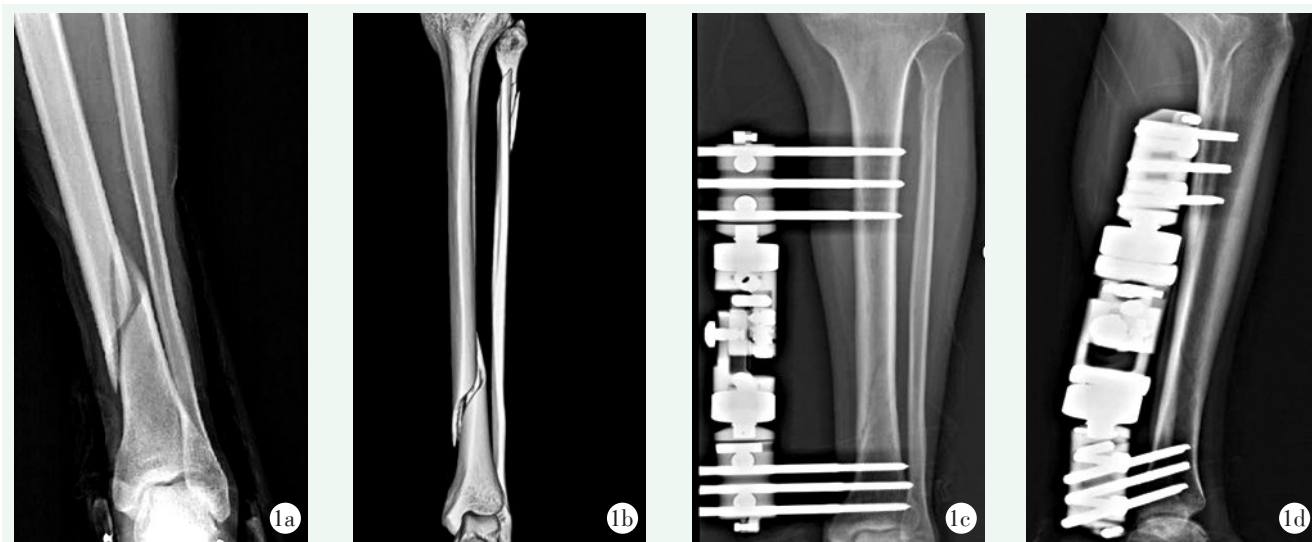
患者，男，40岁，左胫骨远端关节外螺旋骨折，硬腰联合麻醉下行闭合复位单边外固定架固定术 1a, 1b: 术前正位 X 线片及 CT 三维重建示胫骨远端骨折，腓骨近端骨折 1c, 1d: 术后3个月复查，正位及侧位 X 线片示骨折对位对线满意，愈合良好
